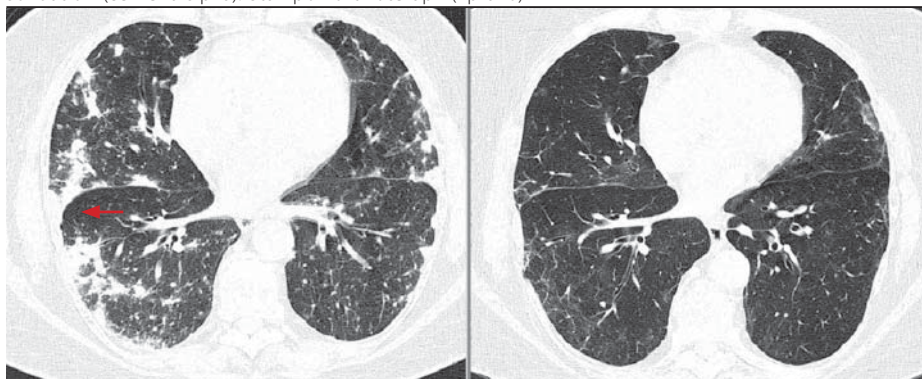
HRCT plic. Biopticky ověřená sarkoidóza II. stadia. Subpleurální (červená šipka), centrilobulární (zelená šipka) a perilobulární mikronoduly (žlutá šipka). Nepravidelný retikulární vzhled (modrá šipka). Mírné zmnožení centrálního intersticia. Porovnání skenů 1 mm silných, vzniklých s užitím měkkého (vlevo) a tvrdého (vpravo) rekonstrukčního algoritmu
